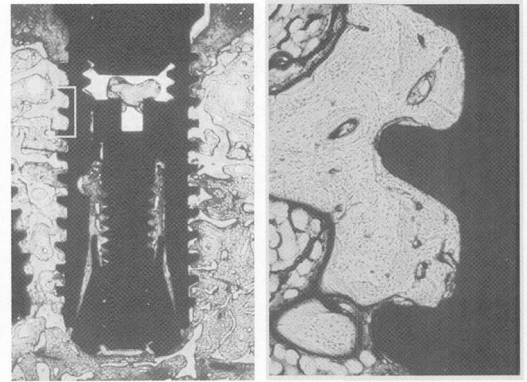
観察期間終了時のインプラント周囲組織のX線写真(実験1)。
